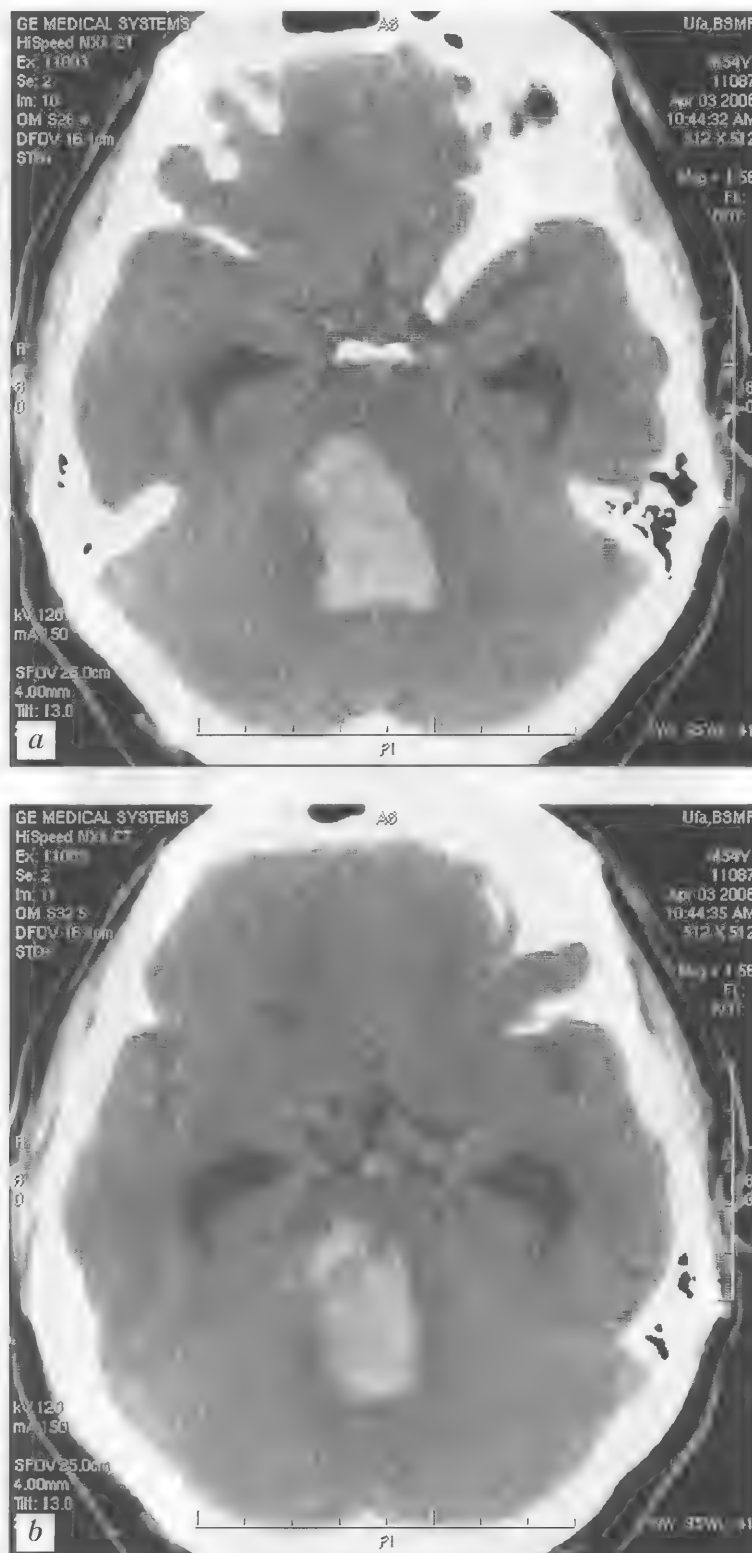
Больной У., 54 года. Гипертензивное субтенториальное кровоизлияние с прорывом в желудочковую систему. Тампонада IV желудочка. Оклюзионная гидроцефалия. Отек стволовых отделов мозга. КТ — *a, b*
